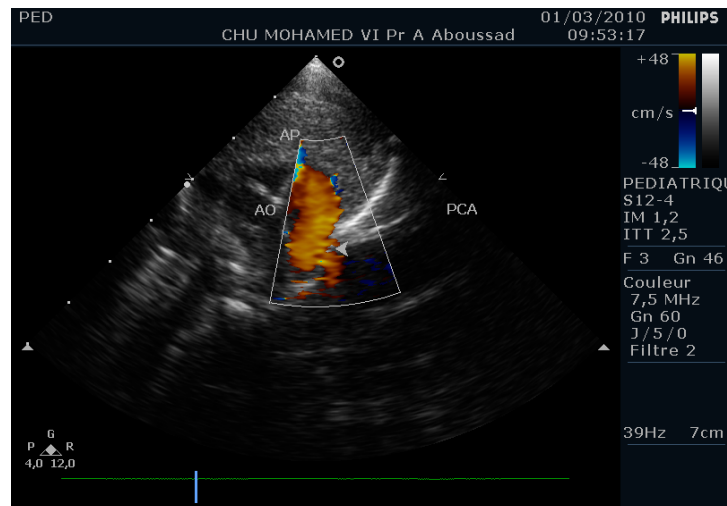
vue parasternale petit axe : canal artériel persistant avec flux de shunt Aorte-Artère pulmonaire
